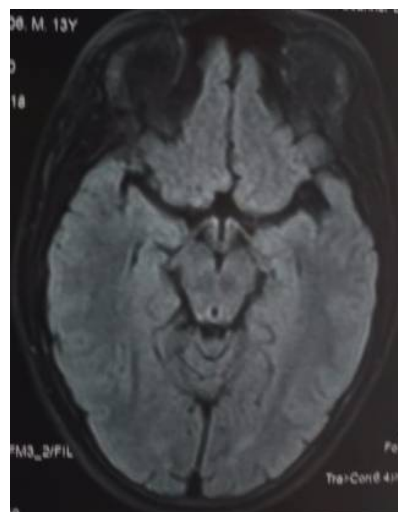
hyperintense lesions in FLAIR affecting the mammillary bodies and the periaqueductal gray matter.
